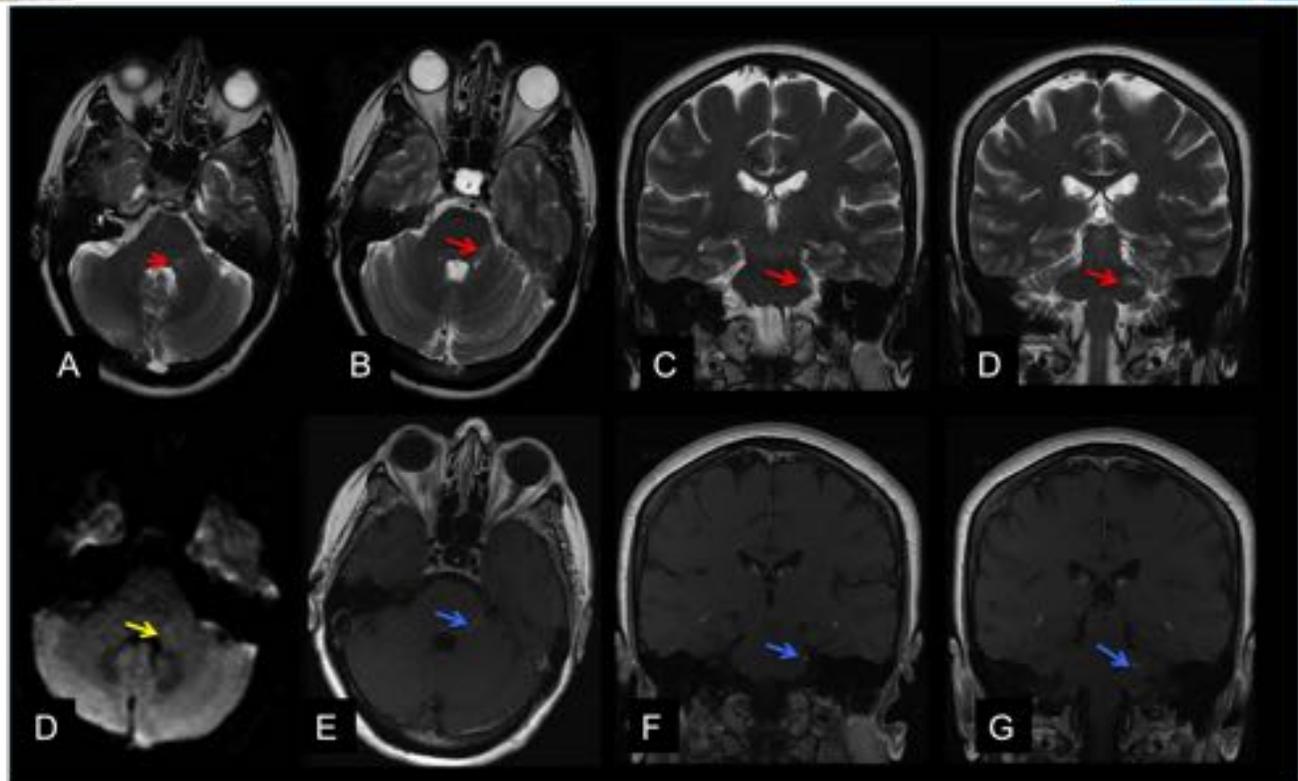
Neuritis postviral. RM craneal con cortes axiales y coronales. En las secuencias en FSE en T2 se aprecia una lesión hiperintensa (flechas rojas) en la localización de los núcleos trigeminales con leve restricción de la dwi por el efecto T2 (flecha amarilla) que realza con el contraste.
